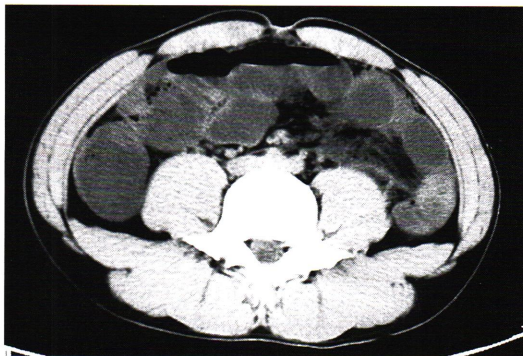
a 腹部 CT 小腸の著名な拡張と壁肥厚
